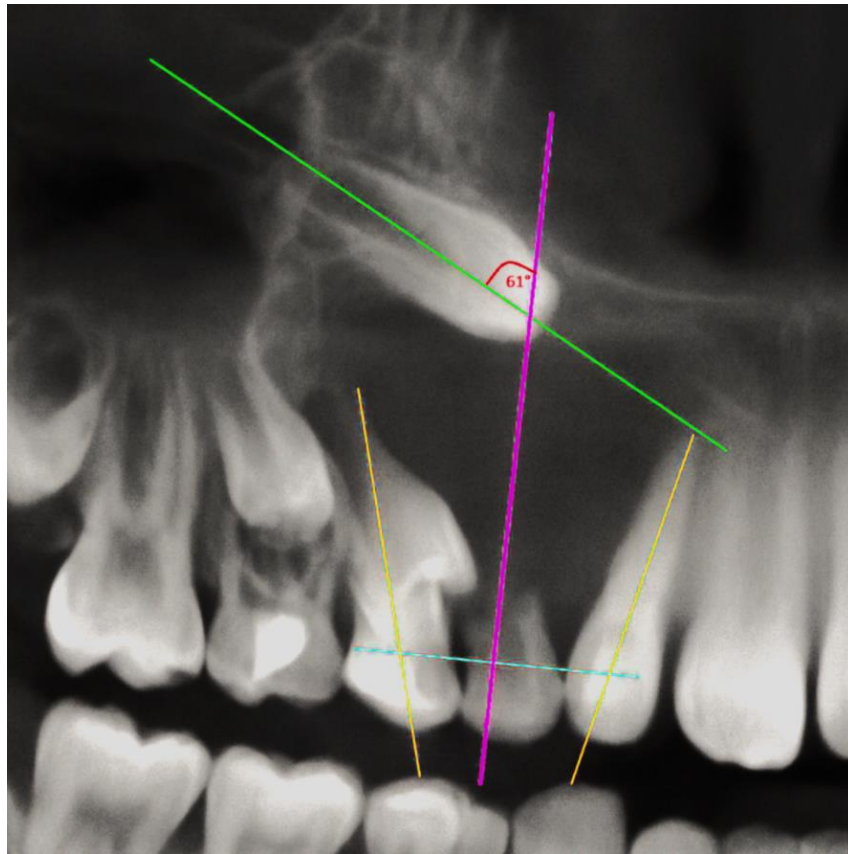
Radiographie panoramique centrée sur le secteur 1 avec des annotations illustrant les facteurs prédictifs de l'éruption de la 13 incluse. Angle : 61°, droite verte : axe d'éruption de la 13, droite rose : bissectrice des droites orange, droite bleue : droite passant par la jonction amélo-cémentaire.
